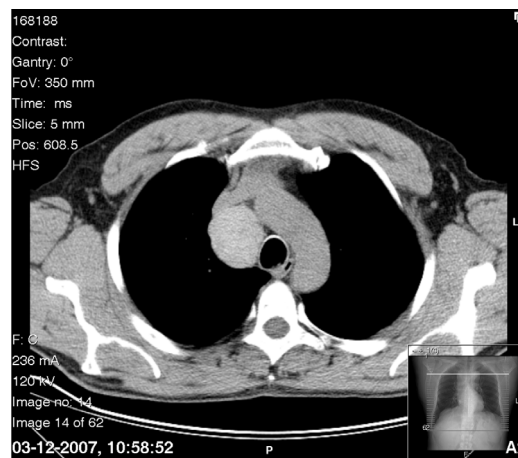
TAC torácica: formação nodular com 46 mm de maior eixo no grupo paratraqueal direito
